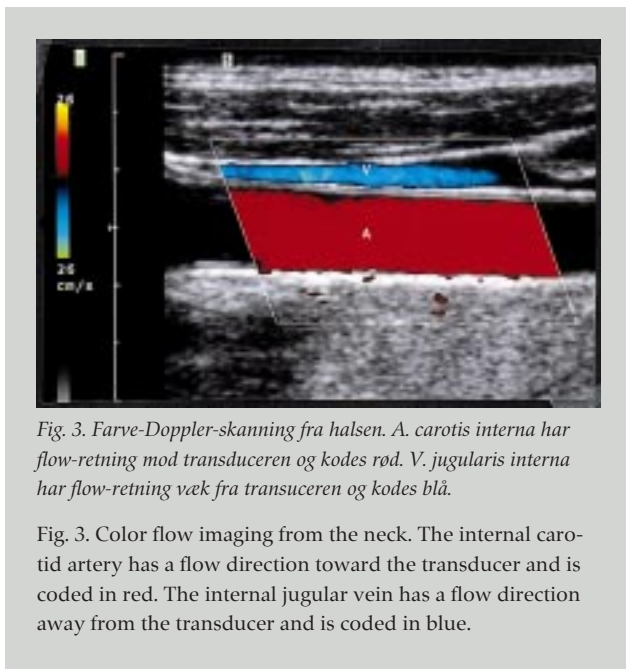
Farve-Doppler-skanning fra halsen. A. carotis interna har flow-retning mod transducere og kodes rød. V. jugularis interna har flow-retning væk fra transducere og kodes blå.
